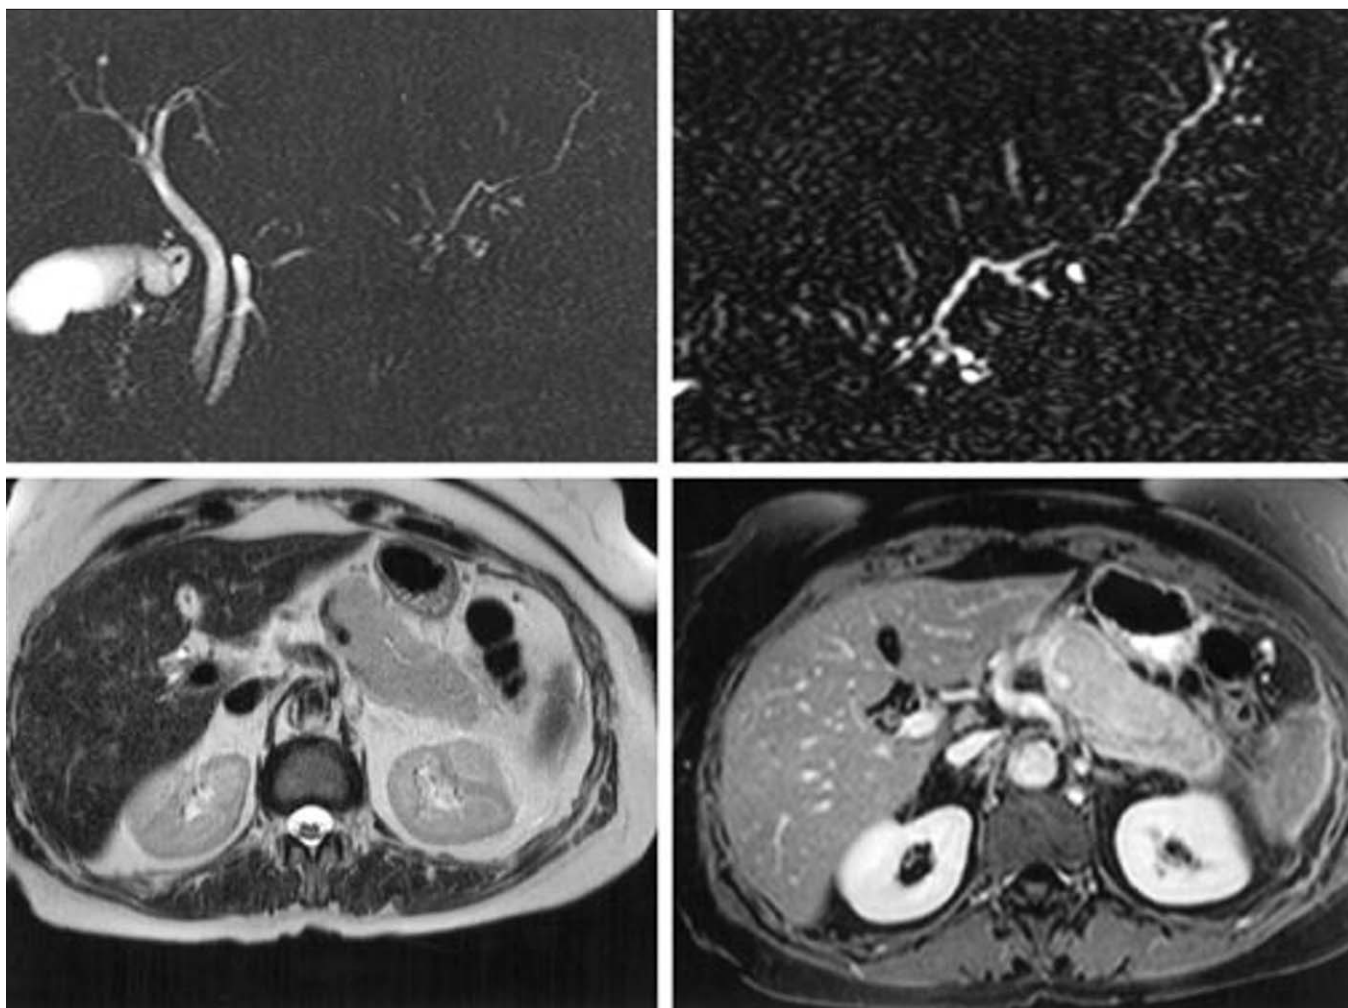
Exploration IRM du pancréas.
